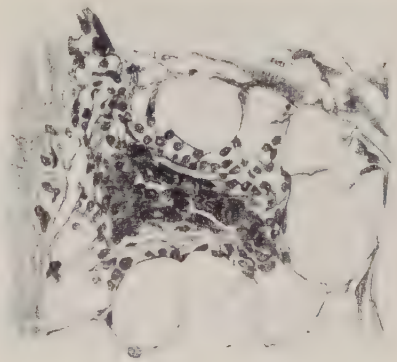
Endothelschwellung und Wucherung bei Röntgenspätschädigung. (Nach Fahr.)
